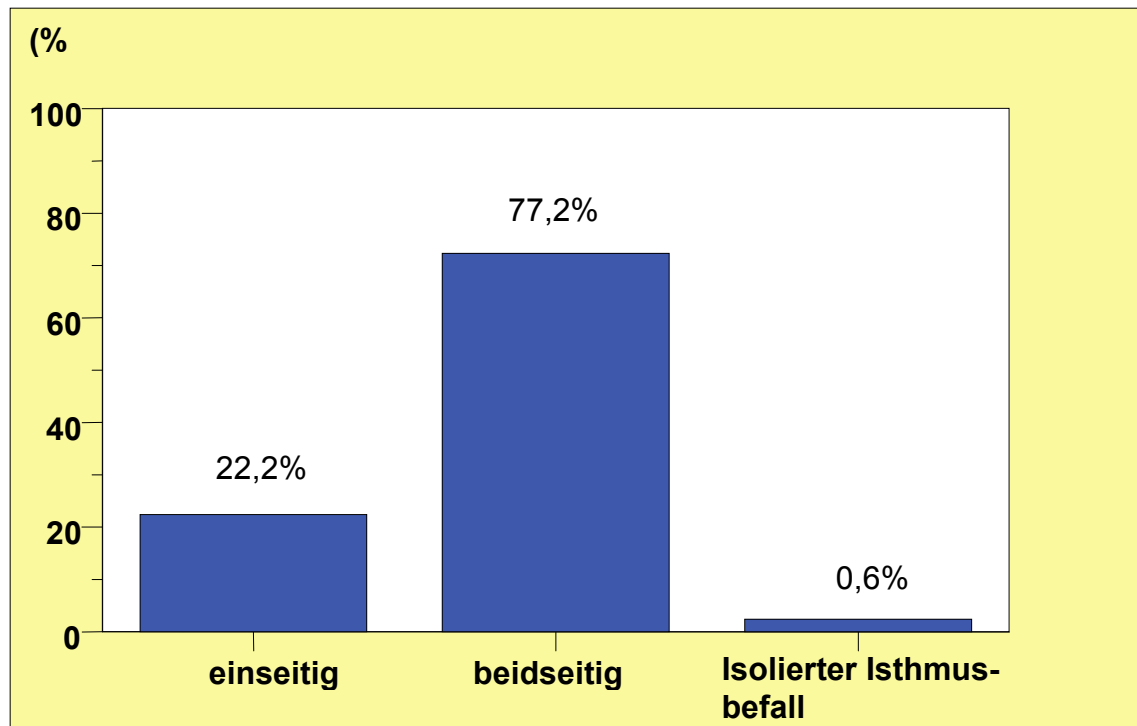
sonographisch nodulärer Befall
